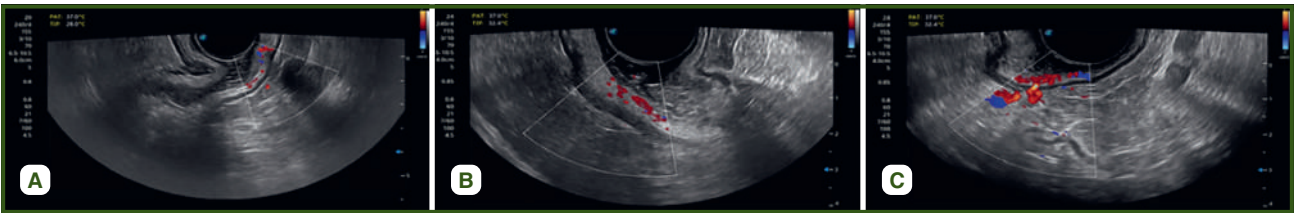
Blood flow density in the rectal wall using Doppler scanning: A — vascularization degree 1; B — vascularization degree 2; C — vascularization degree 3
